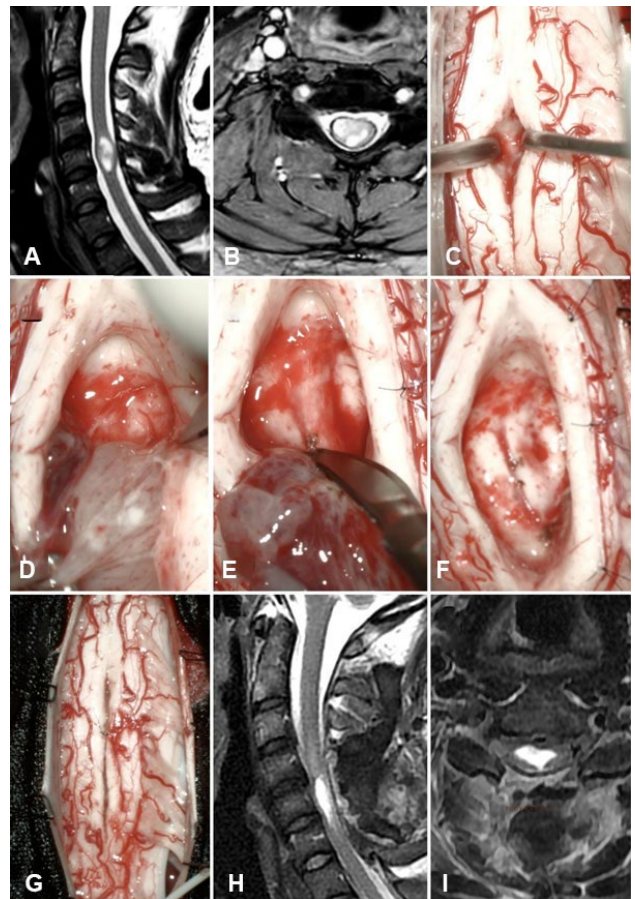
Tumor intradural-intradural, C5, ependimoma. A-B) RM prequirúrgica. C-G) Hallazgos intraoperatorios. H-I) RM postquirúrgica.
